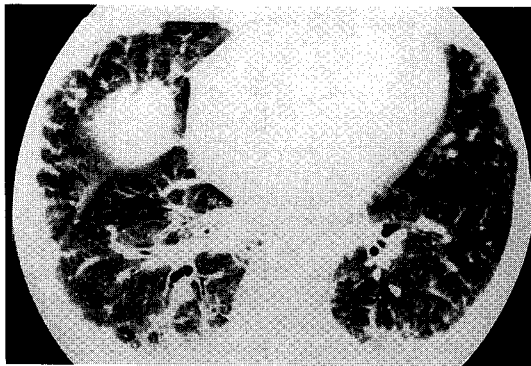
High-resolution CT scan obtained at level of the inferior pulmonary veins shows multiple patchy focal air-space consolidations and ground glass opacities in the subpleural area with peribronchovascular bundle distributed.
